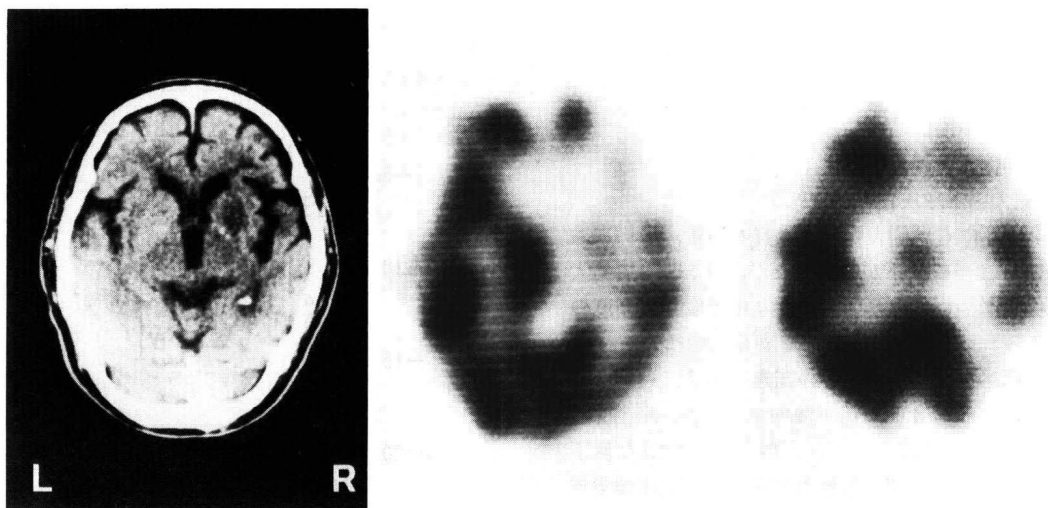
症例8 (NL群) のCT, SPECT (slice II, III)
